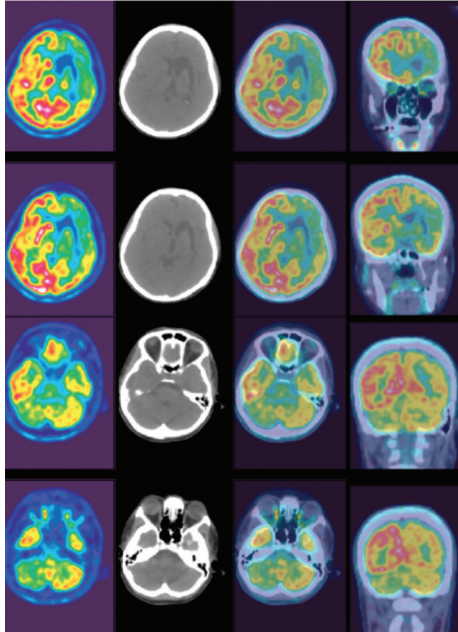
F-18-FDG PET/BT aksiyal görüntüleri
